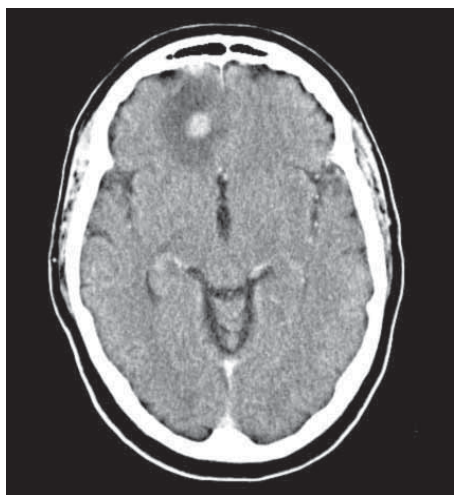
Метастазы могут точно имитировать абсцесс или локализованную гематому. Для установления правильного диагноза могут потребоваться сопоставление с клинической картиной заболевания и последующая оценка с помощью МРТ.
